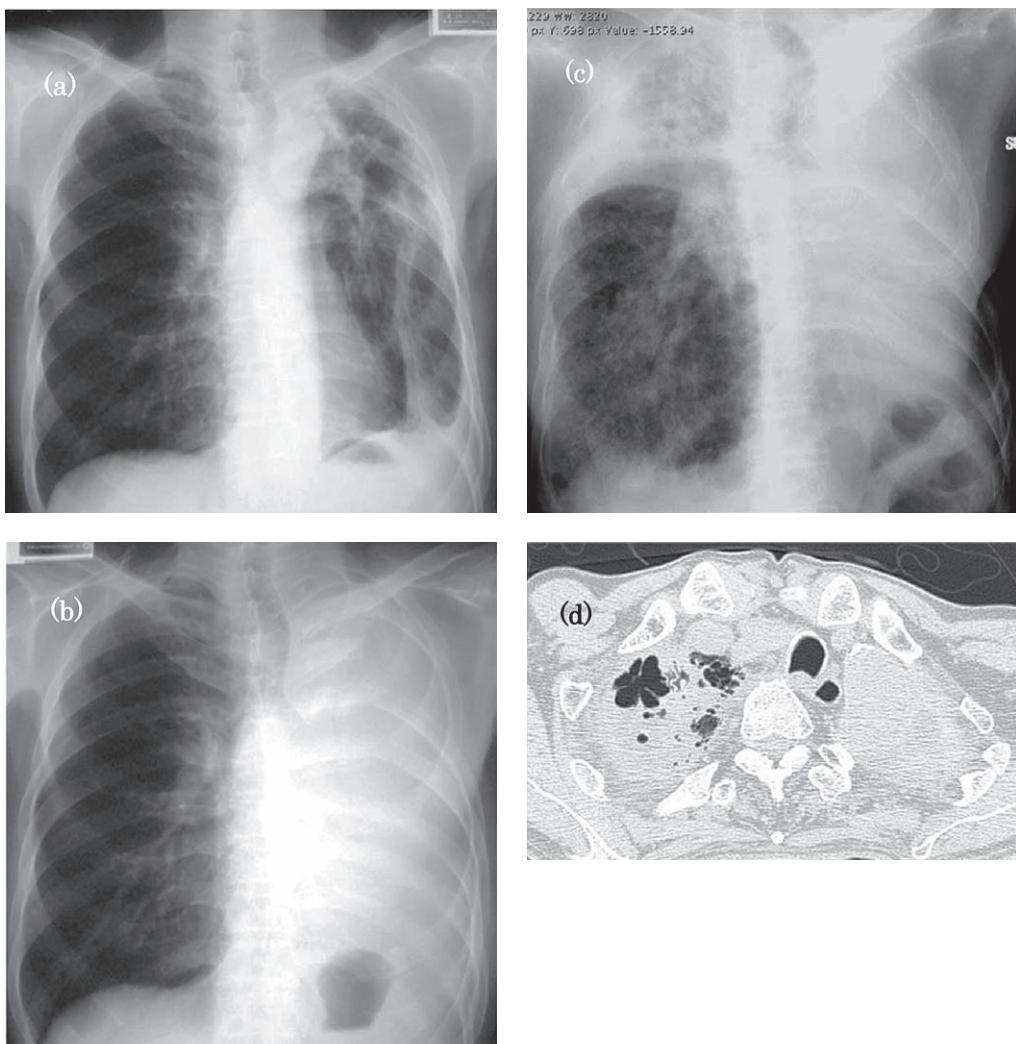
Case 1: 75-year-old man. (a) Chest radiograph taken in December 1988 shows multiple cavities in the left lung. A probable aspergilloma is observed at the base of the upper cavity. (b) Chest radiograph taken in May 1993 after left pneumonectomy shows no cavity in the right lung. (c) (d) Chest radiograph and computed tomography taken in September 2010 show infiltrates around bullae and pleural thickening in the right upper lung.
